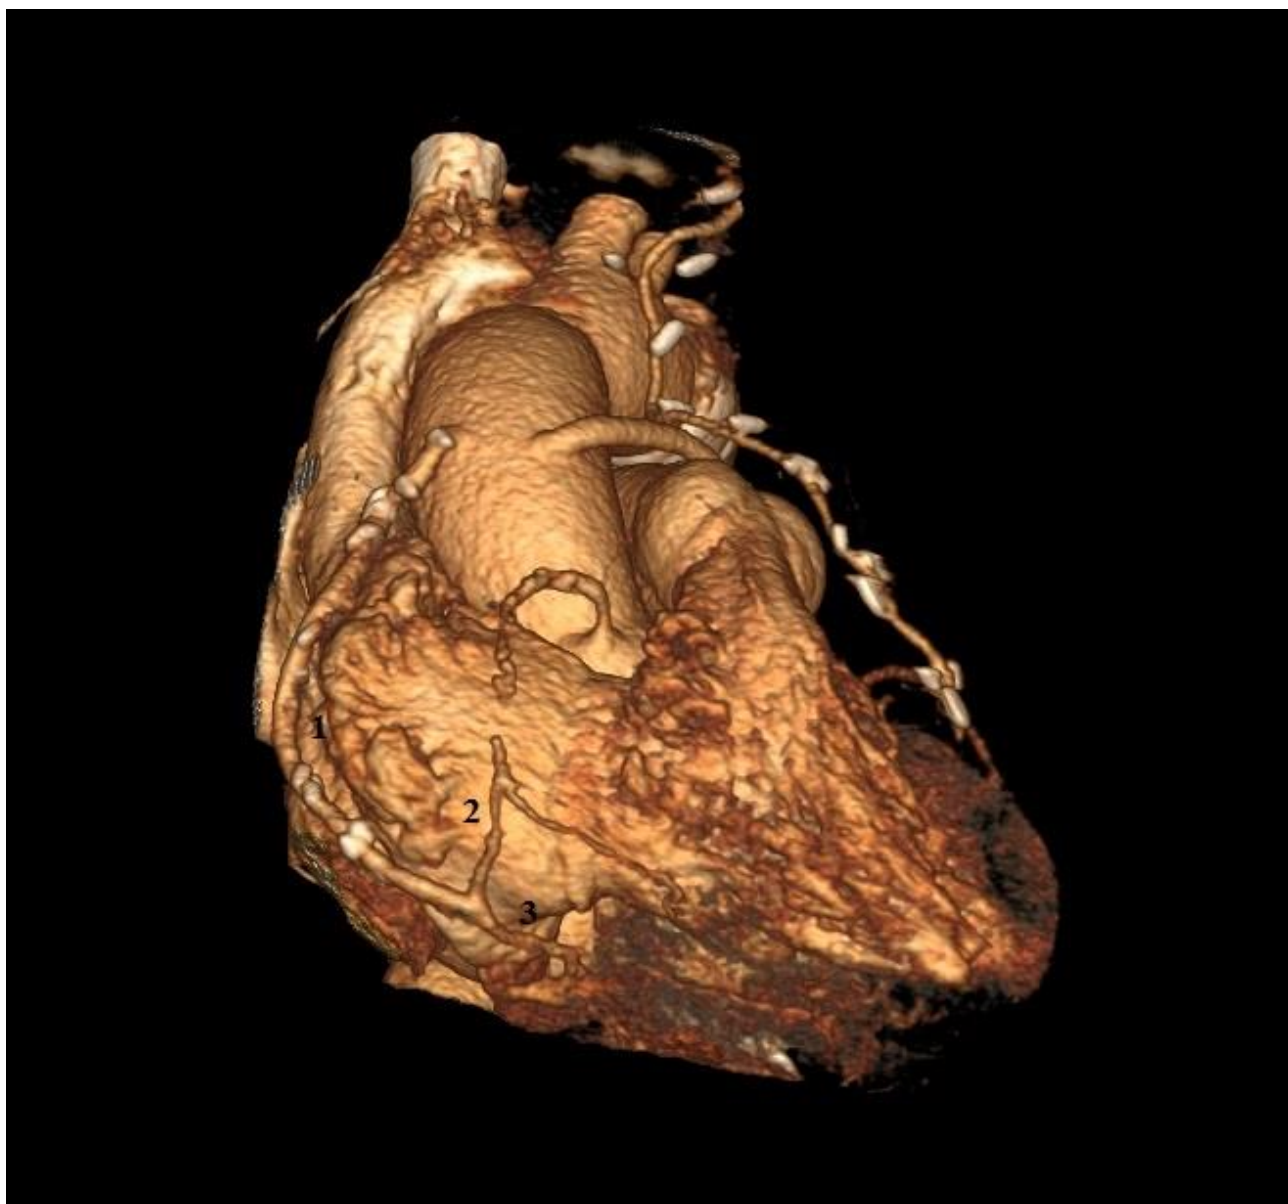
МСКТ-шунтография пациентки С. 1 – шунт из лучевой артерии, 2 – проксимальное русло правой коронарной артерии с диффузным поражением и окклюзией, 3 – дистальное русло правой коронарной артерии
